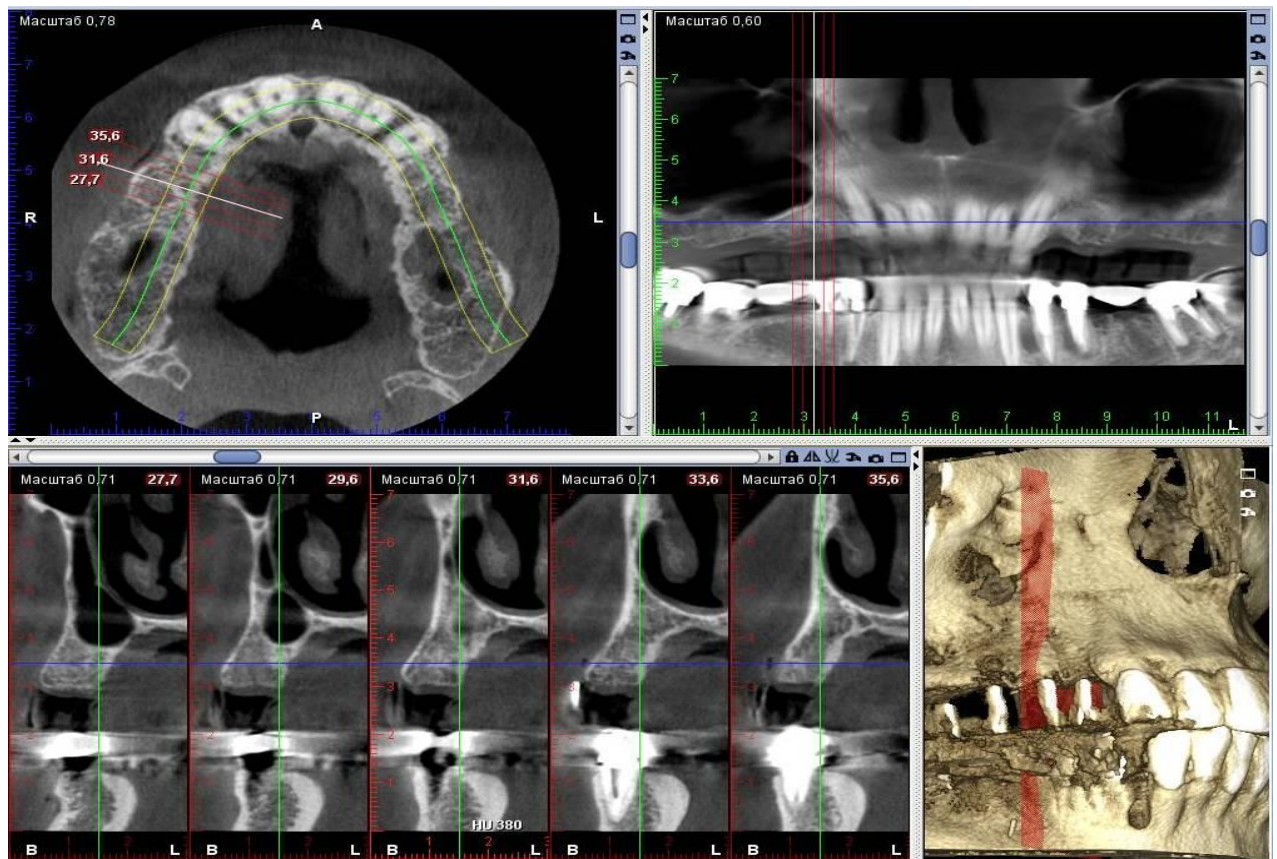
Компьютерная томограмма пациента П. до лечения.
